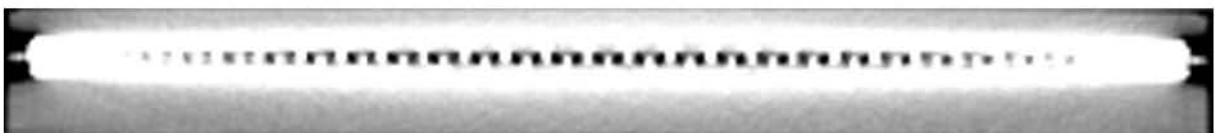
CT Aufnahme des MapCHECKs. Die schwarzen Löcher im MapCHECK sind Luftlöcher zwischen den Leiterplatten, auf denen die Dioden befestigt sind.
